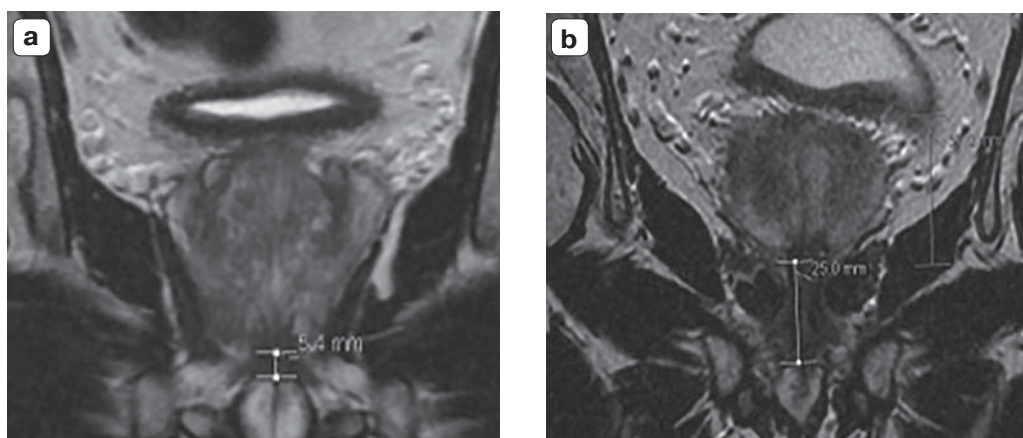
Длина мембранозного отдела мочеиспускательного канала при МРТ. Т2-взвешенное МР-изображение в коронарной плоскости. а – длина мембранозного отдела мочеиспускательного канала – 5,4 мм. б – длина мембранозного отдела мочеиспускательного канала – 25,0 мм. Рисунки из статьи [18].
